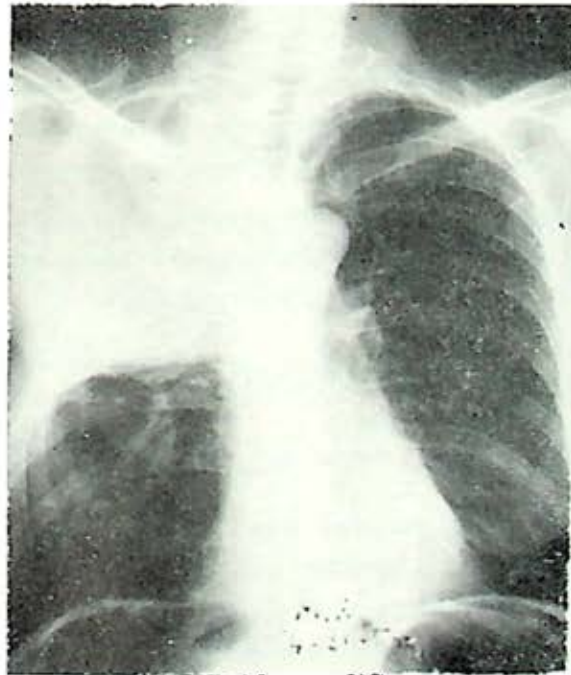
a* y *b* radiografías de admisión y post-tratamiento; median entrabas 16 meses. *c* roentgenograma 8 meses después de la intervención. El colapso es perfecto; se resecaon parcialmente de la 3a. a la 7a. costillas inclusive. La tráquea ha vuelto a su posición media. No hay deformidad.
